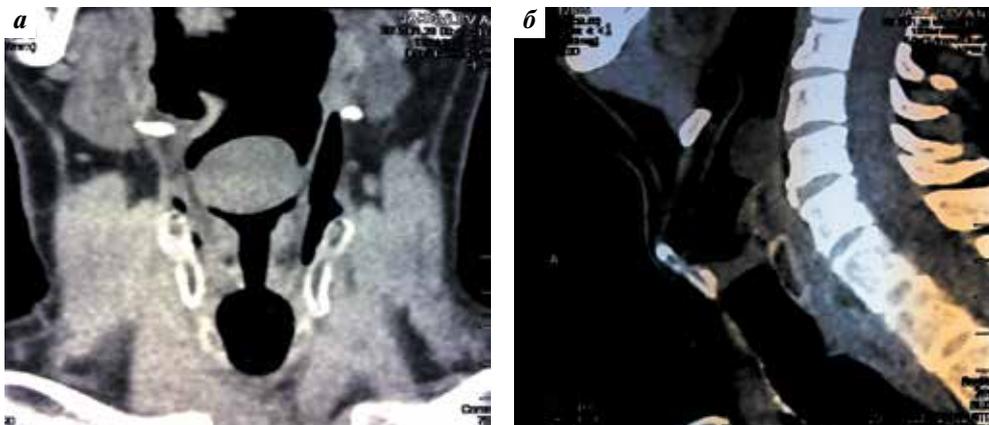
Компьютерная томограмма больного Я., 76 лет: а – коронарная проекция, б – сагиттальная проекция. На уровне гортаноглотки определяется дополнительное мягкотканное образование с четкими и ровными контурами, неомогенной структуры с очагами пониженной плотности
